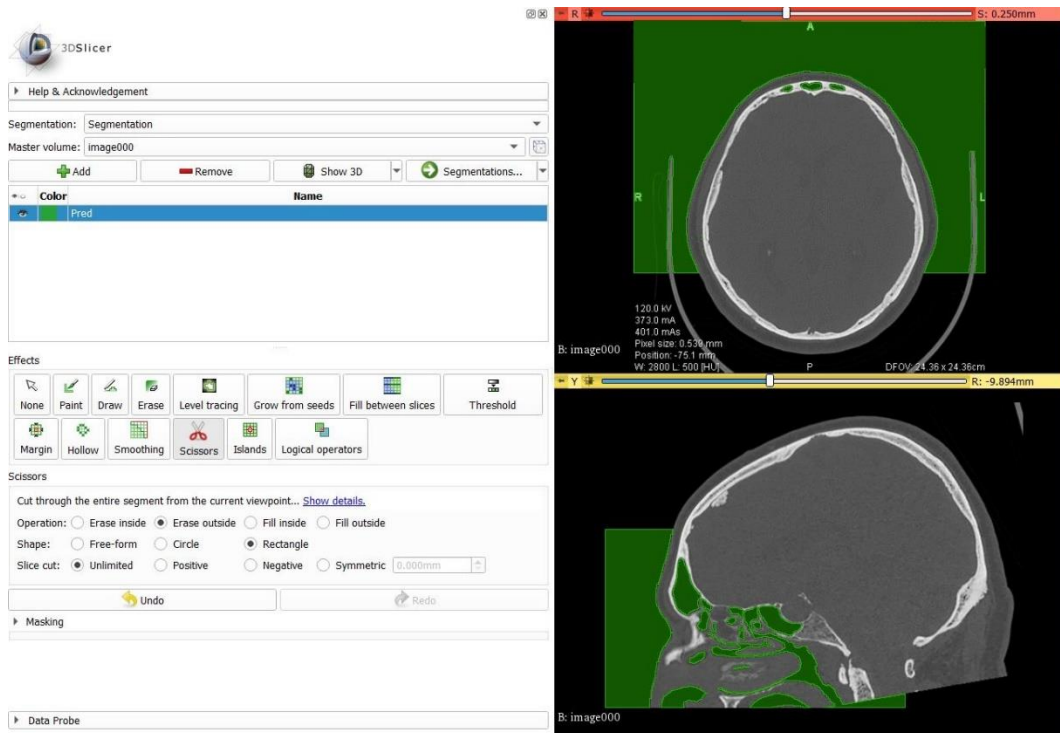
Nahrání CT snímků do Sliceru
